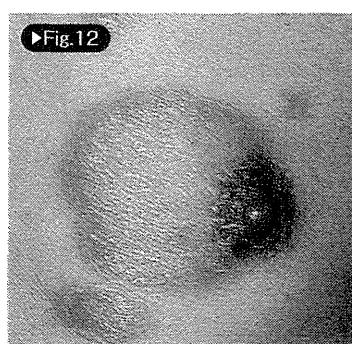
少菌型(BT型)ハンセン病(男性), Fig.10：少菌型(BT型)ハンセン病(ミャンマー人, 男性), Fig.11:多菌型(BB型)ハンセン病(男性), Fig.12, 13:多菌型(BL型)ハンセン病(男性).
